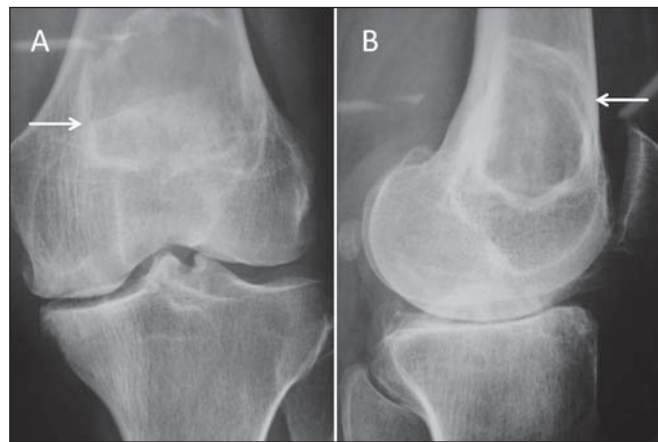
Radiografia simples de joelho esquerdo em anteroposterior (A) e perfil (B) de um indivíduo adulto com dor mecânica no joelho. Presença de lesão lítica metafisária bem delimitada no fêmur distal, com halo de esclerose reacional adjacente (setas) e que respeita a cortical. É característico o aspecto de “vidro fosco”. Há também achados compatíveis com artropatia degenerativa da articulação, que podem ser a causa da dor referida pelo paciente.
